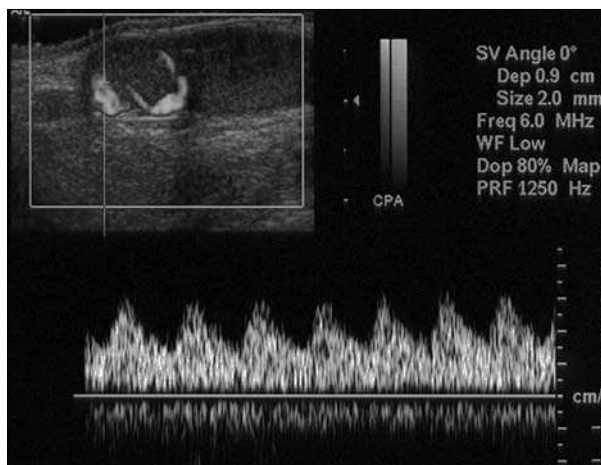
Ecografía y eco-Doppler: masa intraescrotal y extratesticular de ecogenicidad y vascularización similar al testículo.
